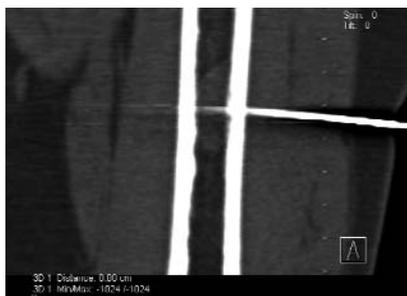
Интраоперационная КТ. Установка ориентира-спицы в патологический очаг (фосфатурическую мезенхимальную опухоль)
